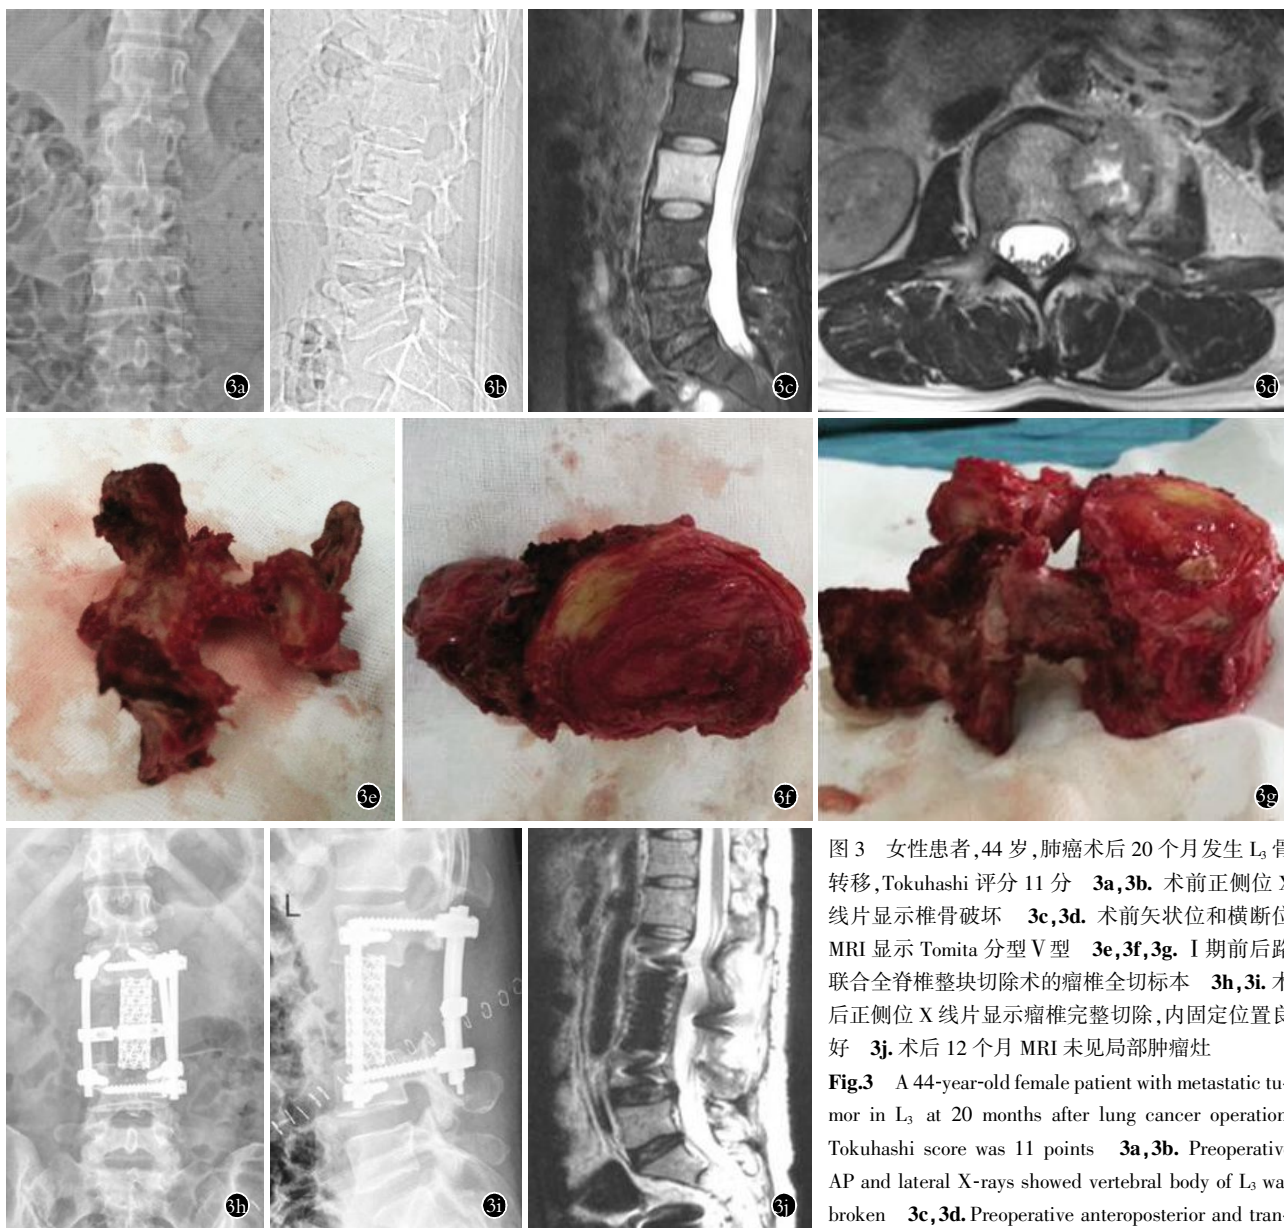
女性患者,44岁,肺癌术后20个月发生L₃骨转移,Tokuhashi评分11分 3a,3b.术前正侧位X线片显示椎骨破坏 3c,3d.术前矢状位和横断位MRI显示Tomita分型V型 3e,3f,3g. I期前后路联合全脊椎整块切除术的瘤椎全切标本 3h,3i.术后正侧位X线片显示瘤椎完整切除,内固定位置良好 3j.术后12个月MRI未见局部肿瘤灶
